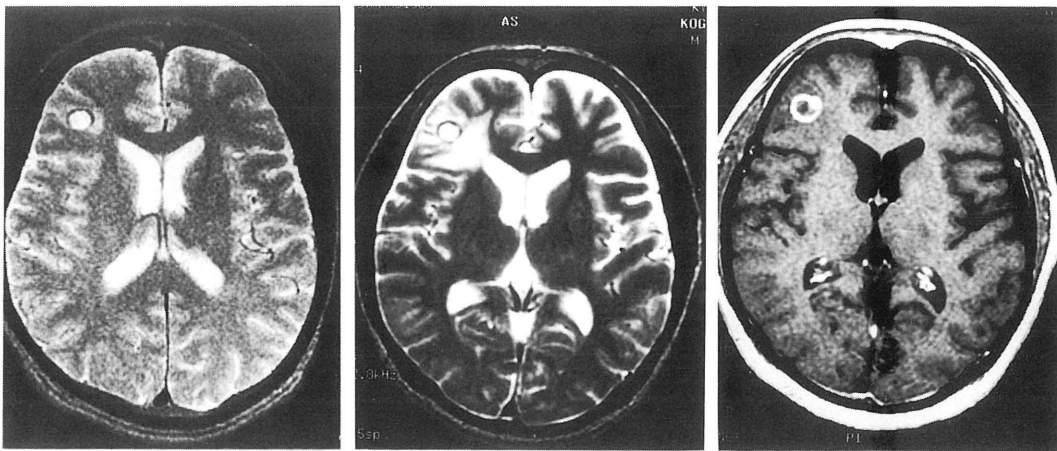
Case 2 MRI. The left (T2 image) was taken in 1988, while the middle (T2 image) and right (Gd-DTPA enhanced T1 image) were taken in 1993. The perifocal edema manifested with hyperintensity of T2 image became extensive in the last 5 years. The cyst wall was enhanced by Gd-DTPA
